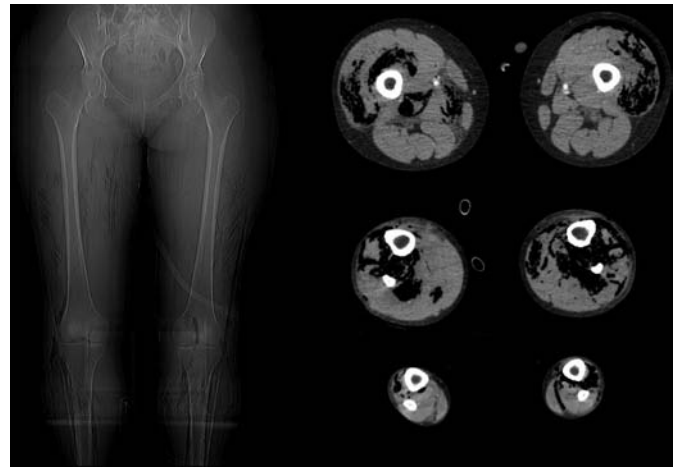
Angiotomografia computadorizada de pelve e extremidades inferiores.
